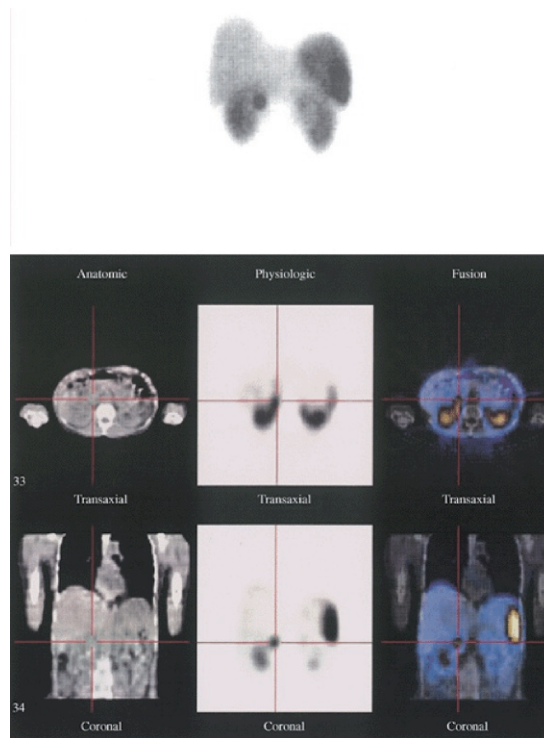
Intérêt de coupler la scintigraphie Octréoscan® au scanner (SPECT-CT).
